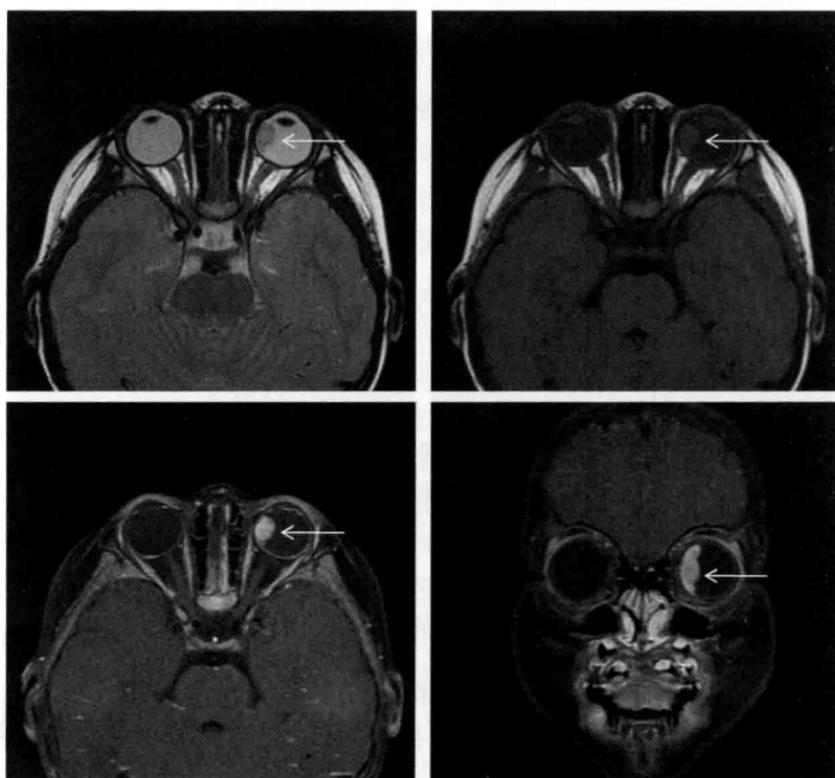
3岁患儿，MRI 轴位 T<sub>2</sub>WI、T<sub>1</sub>WI 序列，增强扫描轴位、冠状位 T<sub>1</sub>WI 序列，箭头示左眼球颞侧局限性隆起性病变，呈等 T<sub>1</sub>、稍长 T<sub>2</sub> 信号，增强扫描明显强化
